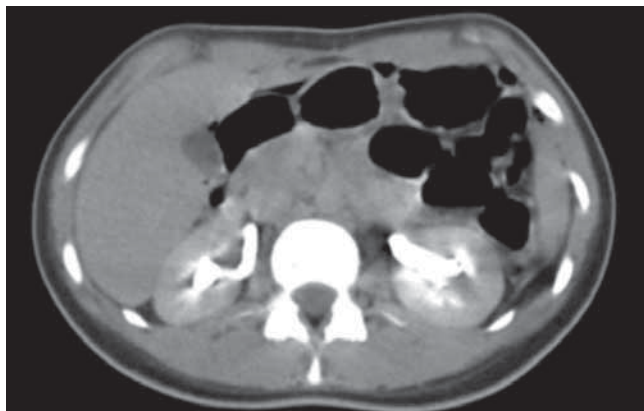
Tomografía computada con medio de contraste donde se observan ambos riñones de características morfológicas normales.
